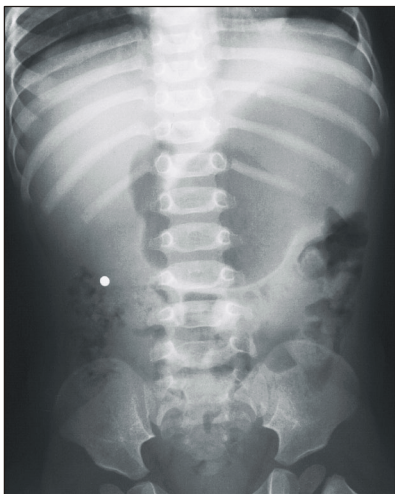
Simple abdominal X-ray revealed a 7 mm sized round foreign body located in right upper quadrant.
